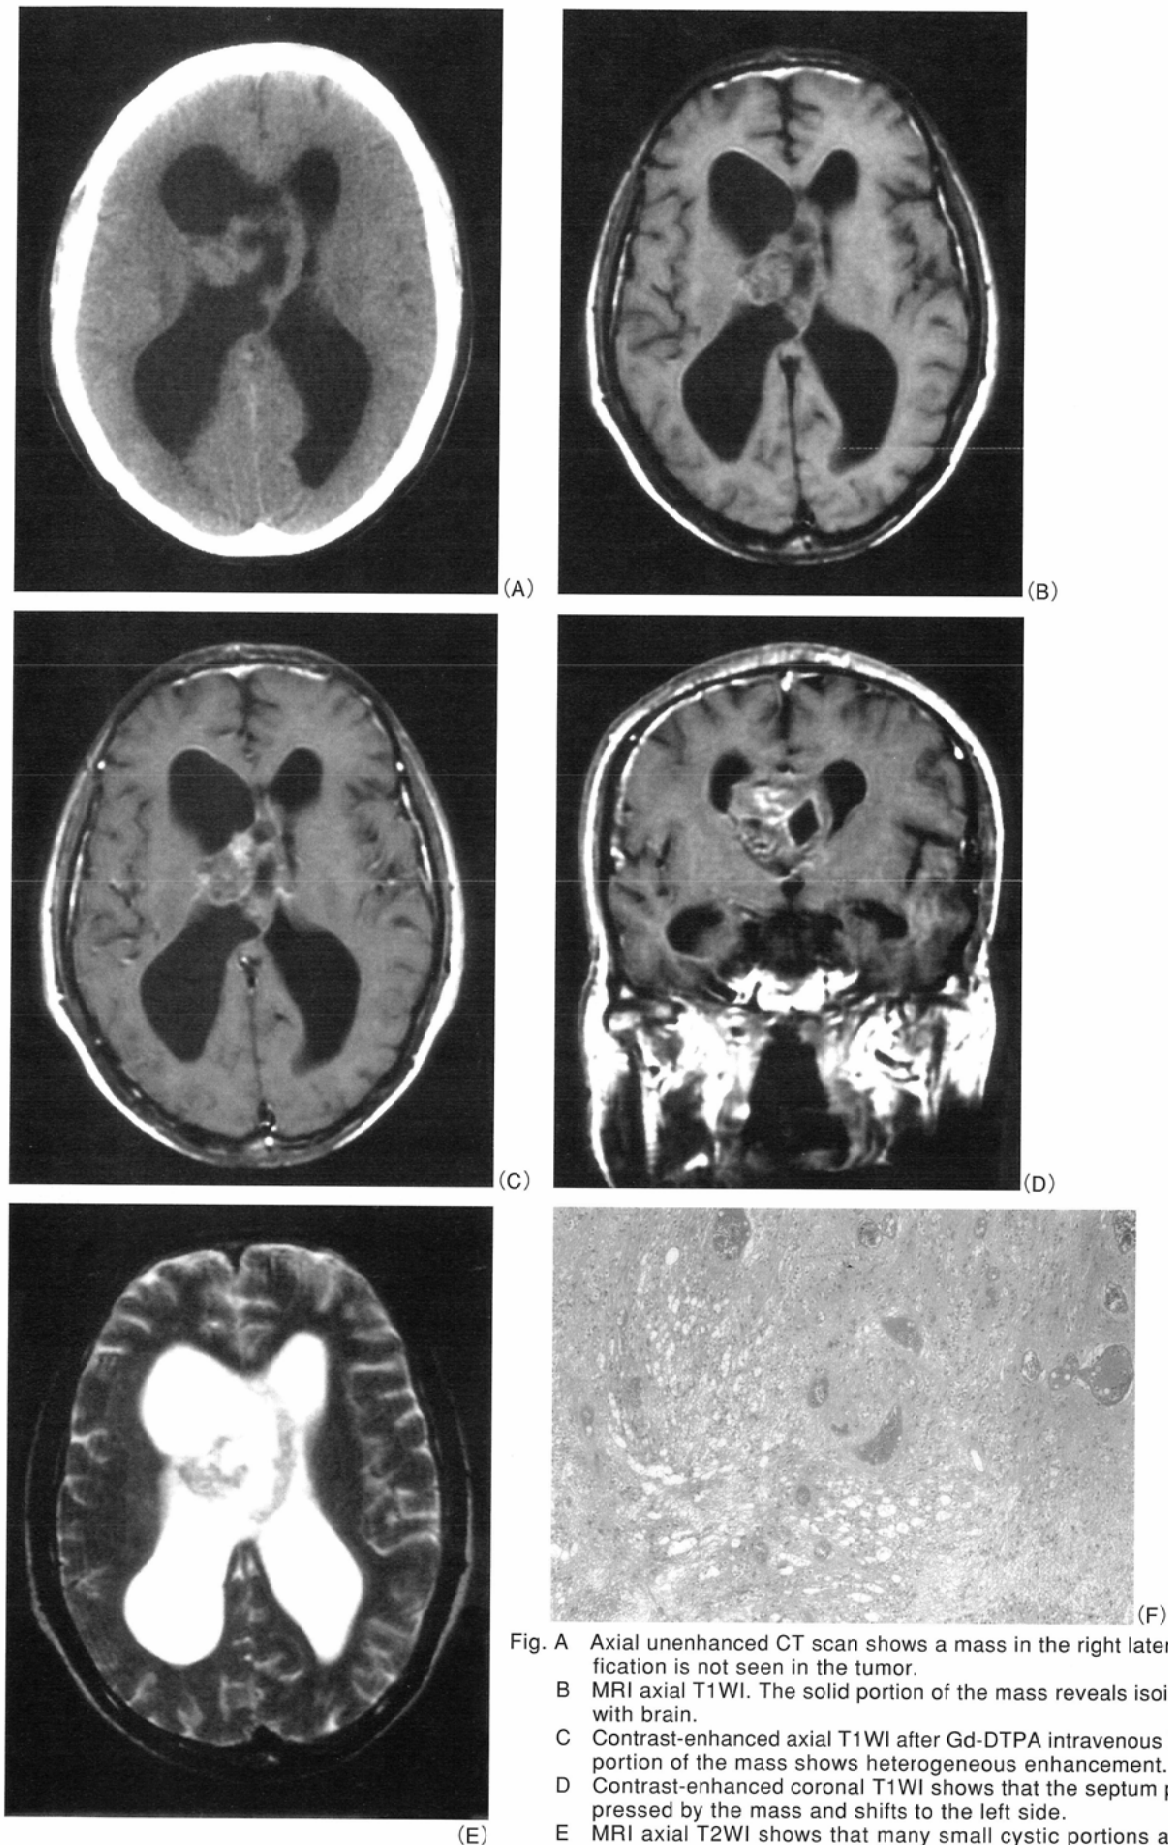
A Axial unenhanced CT scan shows a mass in the right lateral ventricle. Calcification is not seen in the tumor.
